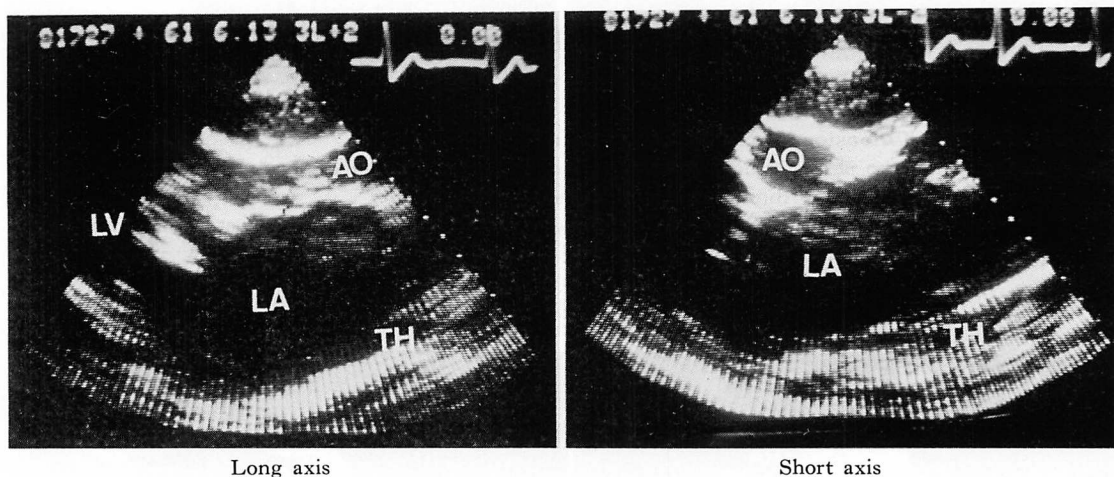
Two-dimensional echocardiograms in Case 1.
